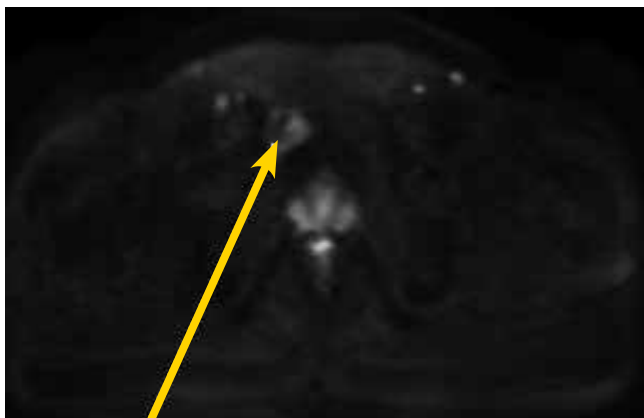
МРТ. 3 мес – ГТ. Метастаз в лонную кость справа, диффузия. 16.11.2010 г.
